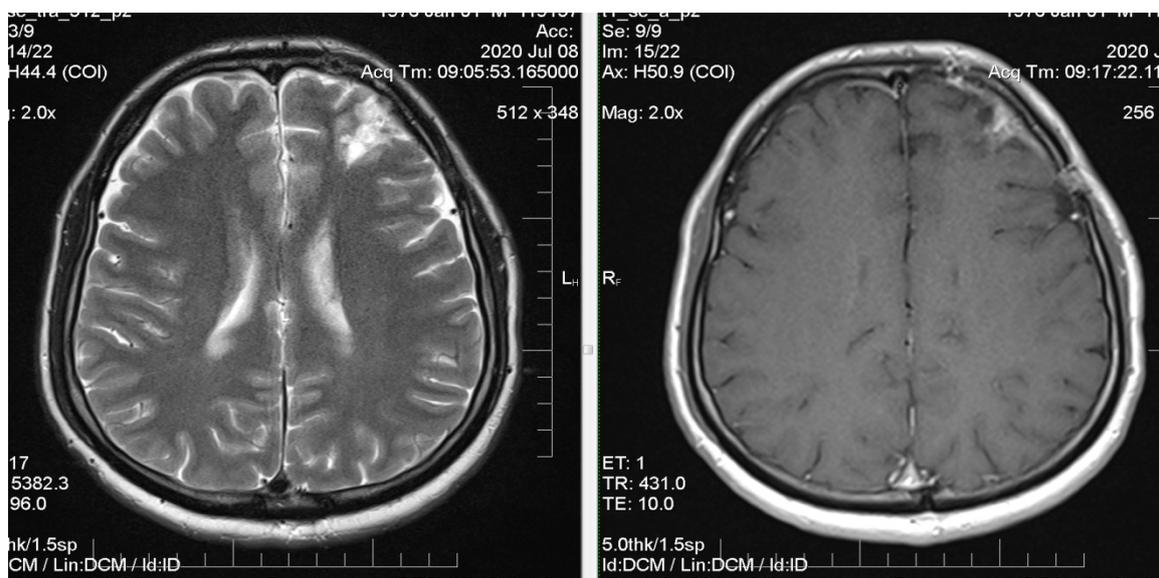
МРТ головного мозга с контрастом.
